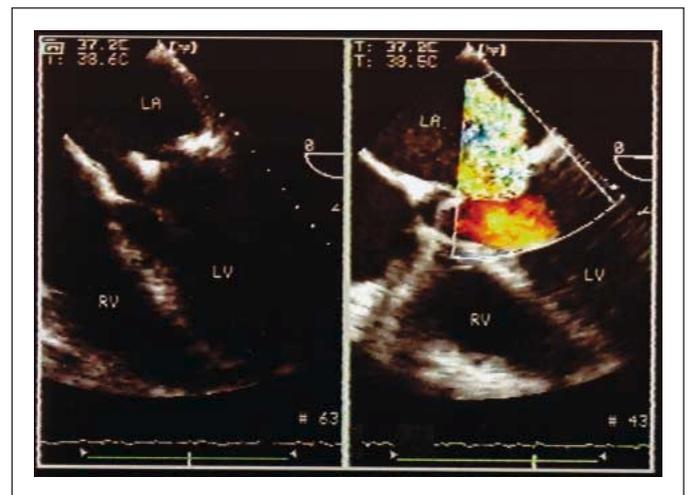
Ausriß eines Annuloplastierendes an der vorderen Zirkumferenz mit hochgradiger Rezidivmitralinsuffizienz. a: Bereits im 2D-Bild transösophageal im 4-Kammerblick erscheint der vordere Anteil des künstlichen Annuloplastierendes vom nativen Klappenring abgehoben und frei im Vorhof flottierend. b: Im Farbdoppler erkennt man die Regurgitation einerseits zwischen Nativ- und Kunstring, andererseits zentral durch den Kunstring selbst, da der Klappenschluß nun durch den verzogenen Annuloplastierung nicht mehr möglich ist.
